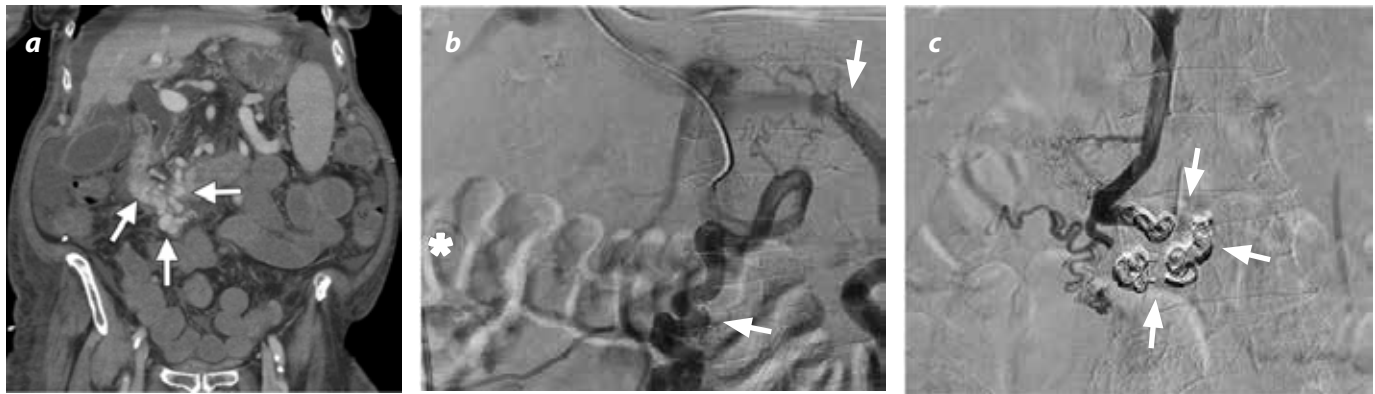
Embolización percutánea transhepática en una mujer de 82 años de edad, en etapa avanzada de hepatitis C, con cirrosis y hemorragia digestiva inestable por várices duodenales. a) TAC coronal con medio de contraste en fase venosa: extensas várices duodenales (flechas). b) Venografía transhepática percutánea: grandes várices que drenan en la vena cava inferior (flecha) y un catéter de drenaje de ascitis (\*). c) Venografía con sustracción digital: embolización de las várices con material embolizante y espirales, lo que suspendió la hemorragia.
